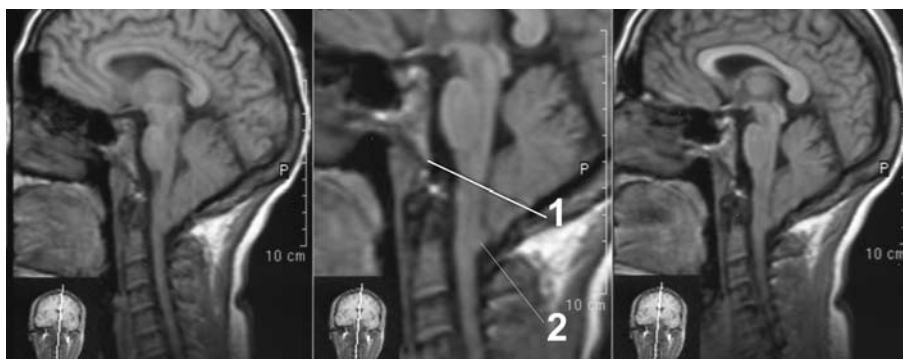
МРТ в сагитальной проекции. Аномалия Киари 1,5. Миндалины и обекс (2) расположены ниже линии базион-опистхион (1). Вертикальное расположение ствола.
